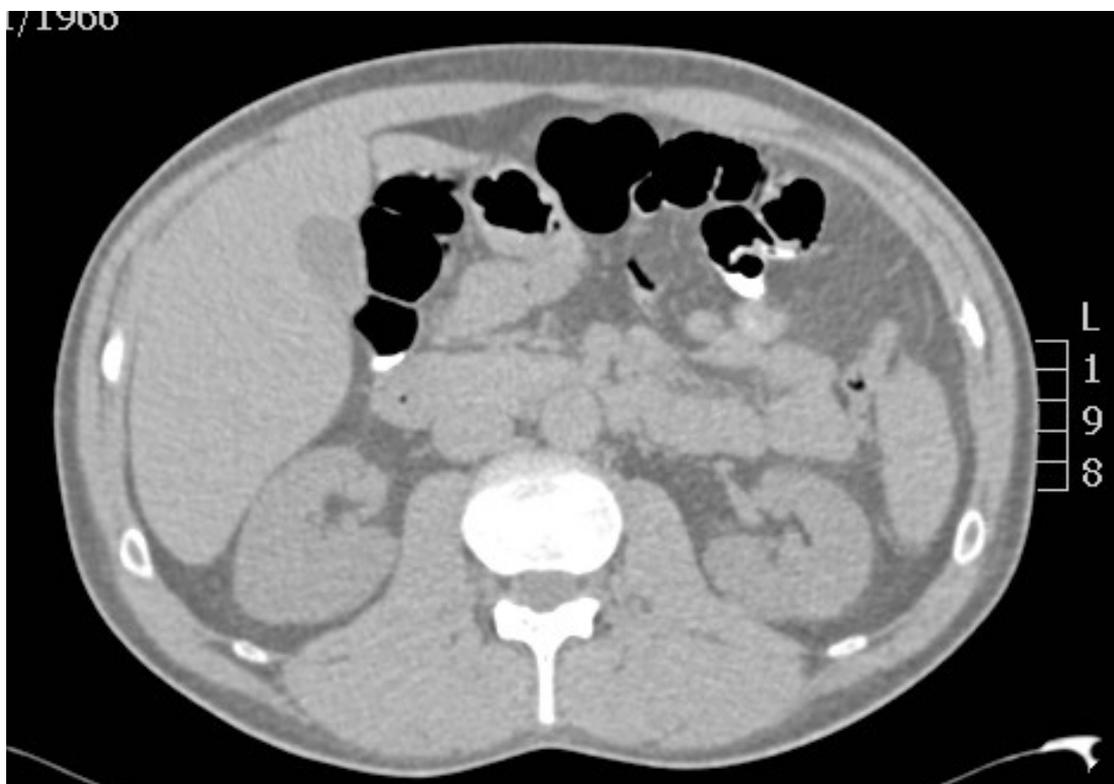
TC de abdome realizada na admissão
